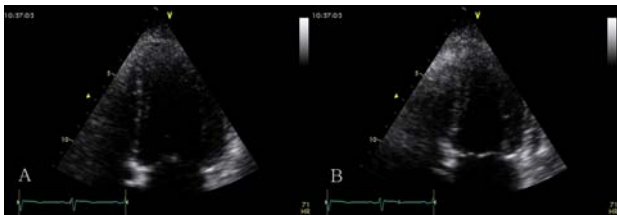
Follow up echocardiography after 1month. Ejection fraction was 62% and there was no regional wall motion abnormality(A. diastole, B. systole).
